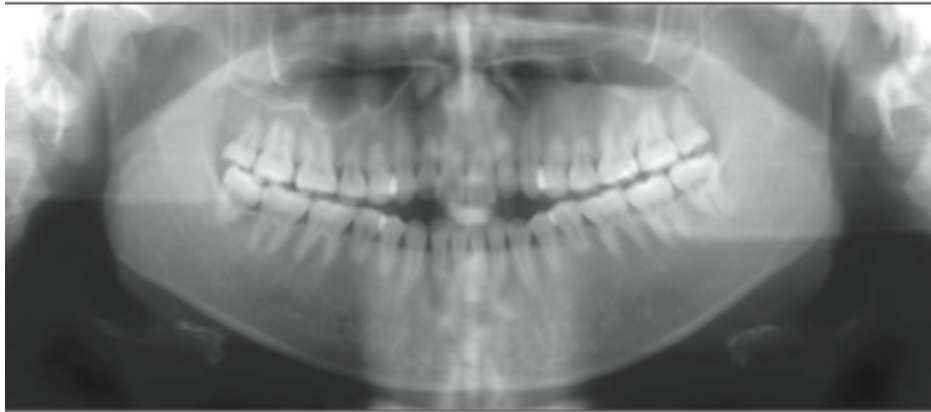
Radiografía panorámica de una mujer (de 24 años) con mordida abierta que nunca recibió tratamiento de ortodoncia. Observe las desviaciones generales en la dentición, como raíces premolares cortas, raíces incisivas maxilares cortas y segundos molares maxilares taurodoncicos.⁷
